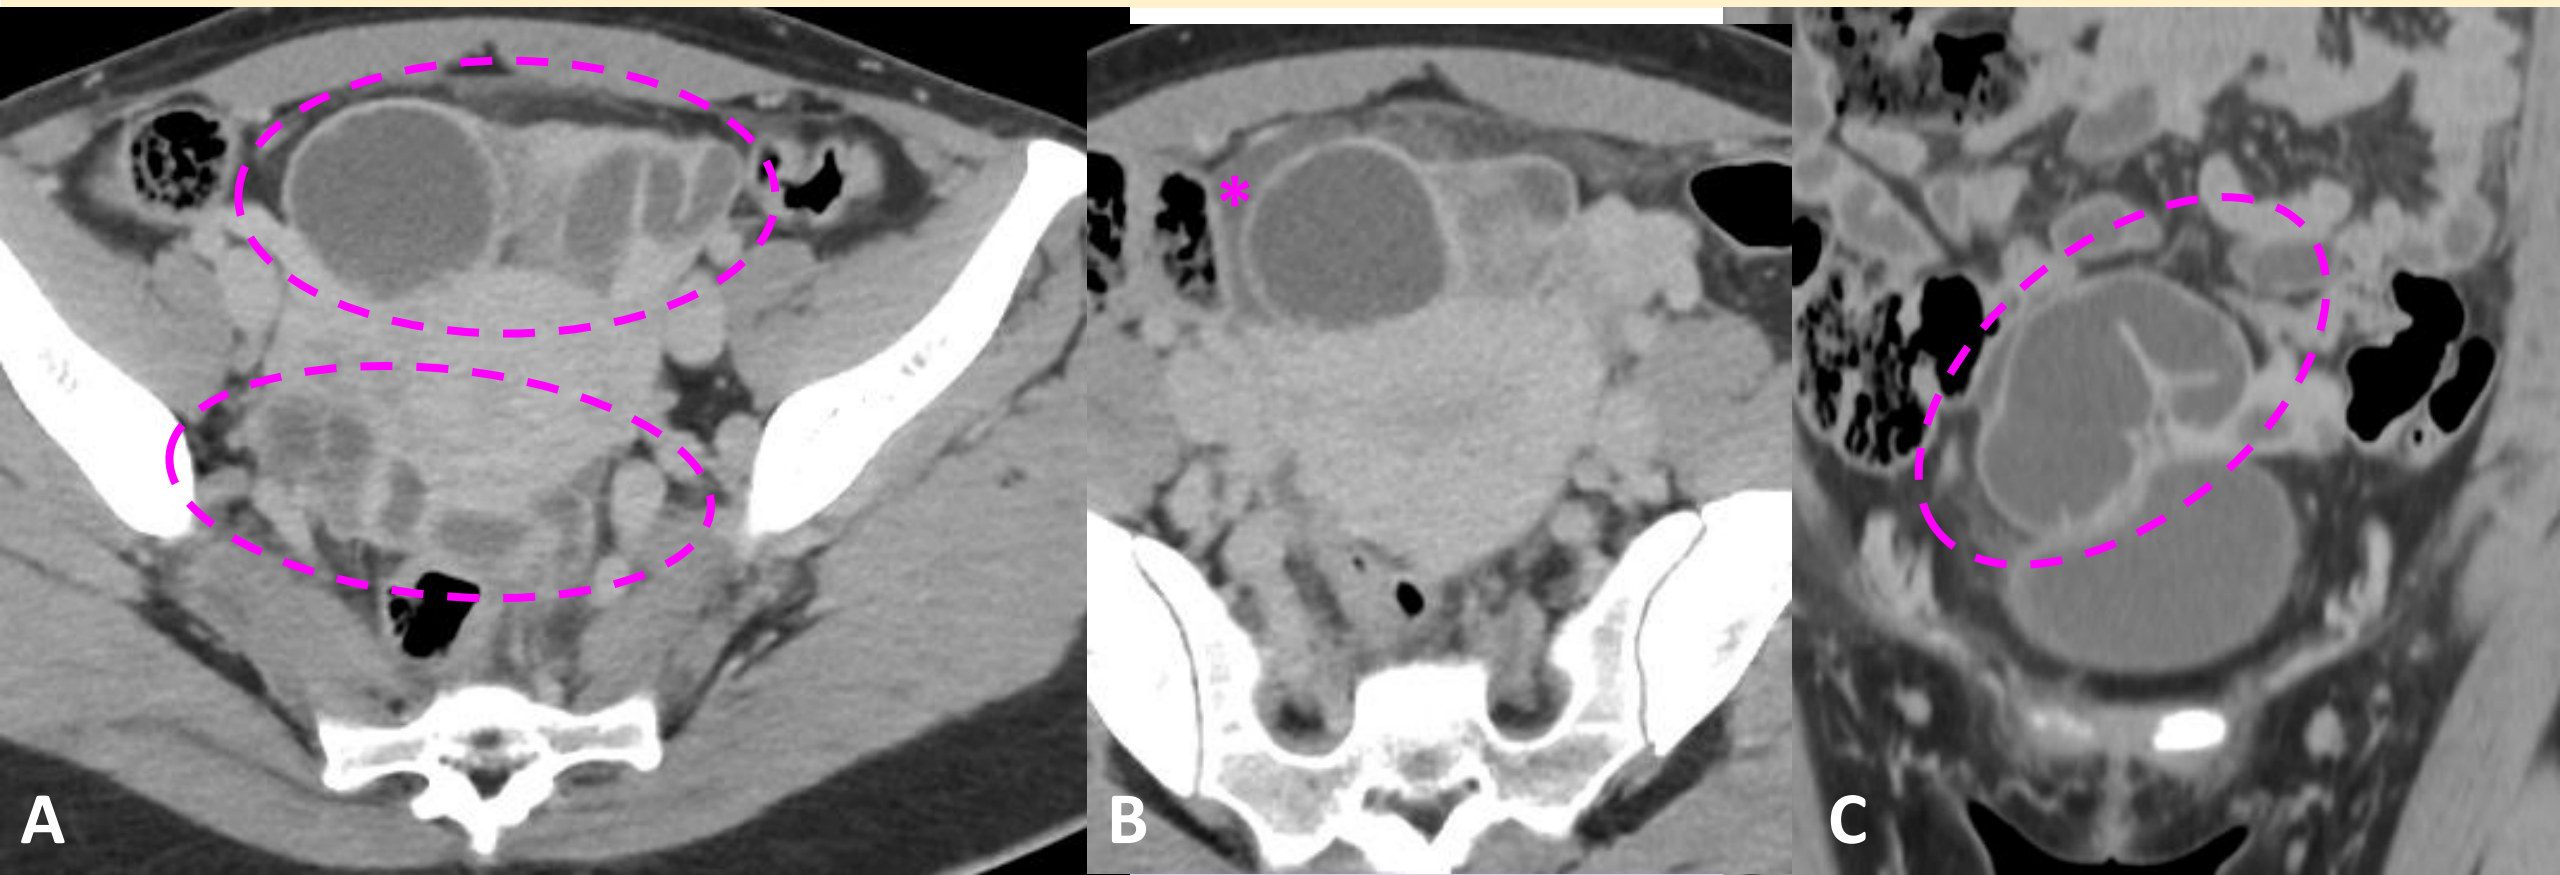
TC AP con CIV en fase portal, cortes axiales (A, B) y coronal (C). Se observa marcada dilatación tubárica bilateral, a expensas de contenido líquido de elevada atenuación, que asocia pared gruesa e hipercaptante en relación con PIOSÁLPINX BILATERAL (circunferencia discontinua). Cambios inflamatorios locorregionales consistentes en estriación de la grasa locorregional y pequeñas lengüetas de líquido libre peritubáricas (asterisco).
